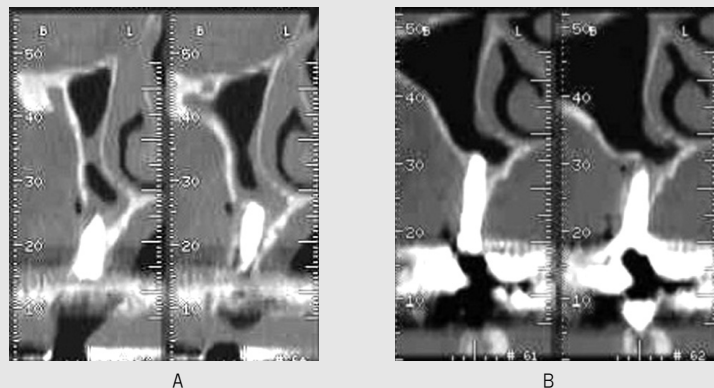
Comparison of CT views
